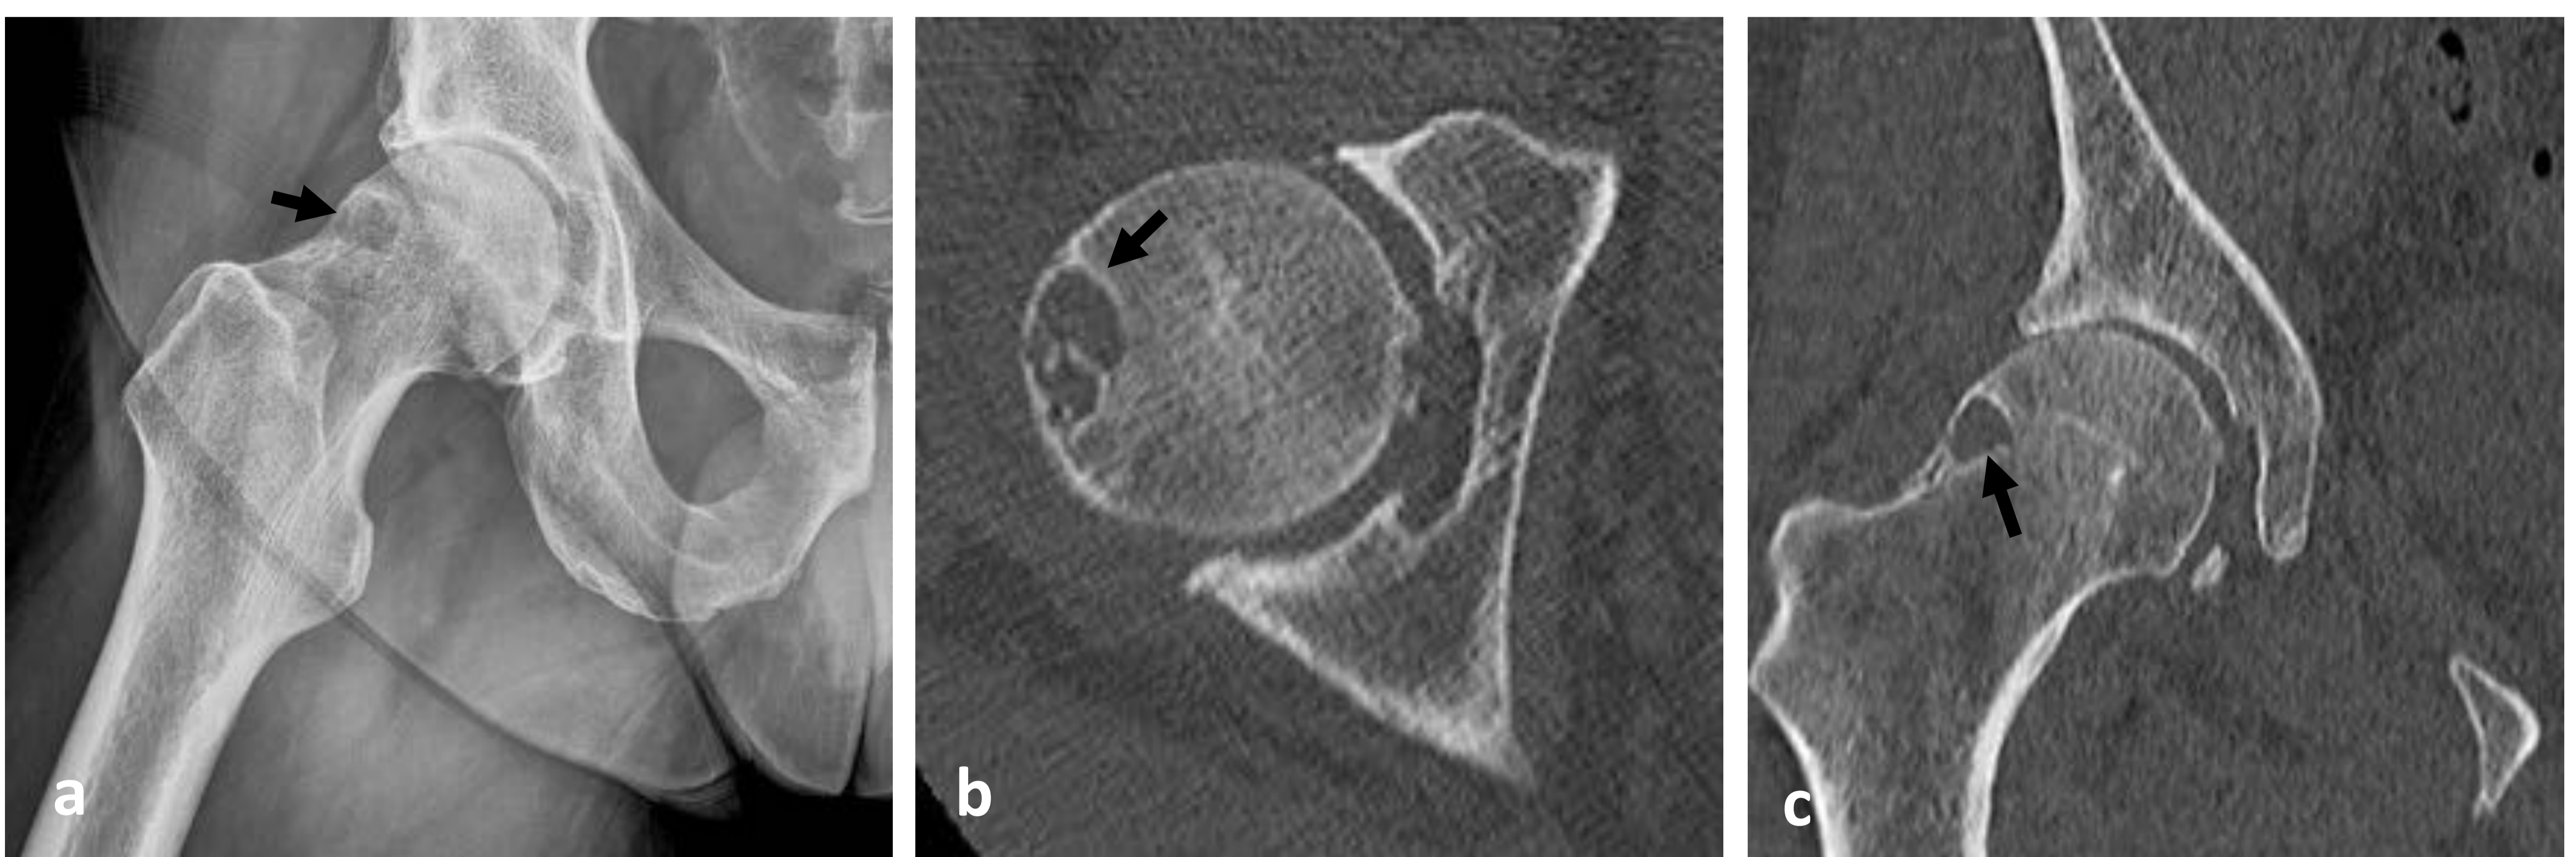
(a) RX de cadera derecha. (b, c) TC de cadera derecha, ventana de hueso, axial y coronal. Lesión lítica de contornos esclerosos definidos en la vertiente lateral del cuello femoral (*flecha*), asociada a cambios artrósicos en la articulación coxofemoral.
